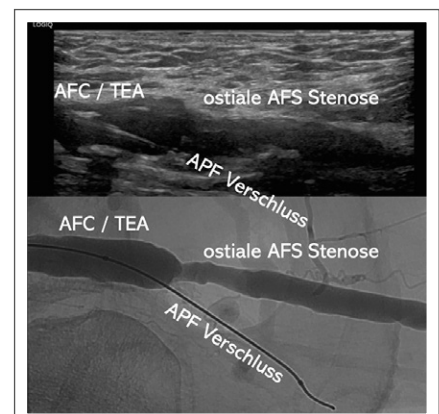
Hybride Darstellung der Anatomie mittels Duplexsonographie und DSA zur Rekanalisation
